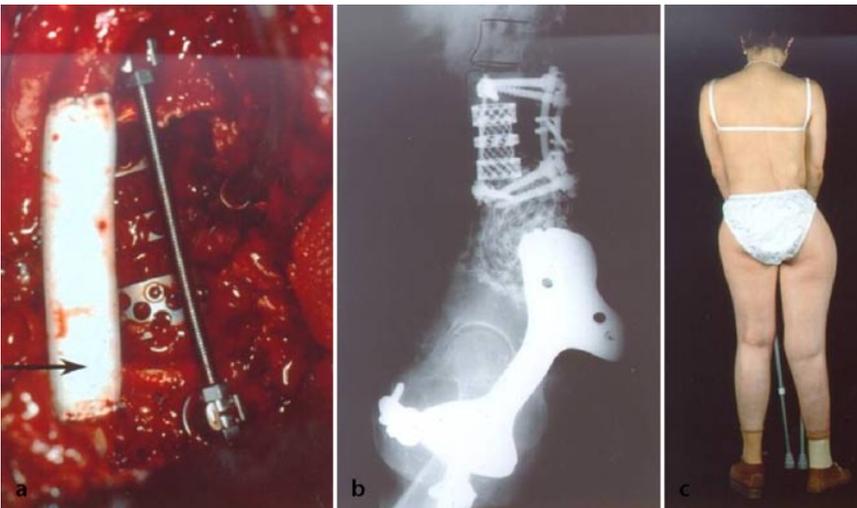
▲ Fall 13. 29-jährige Patientin mit einer Osteosarkometastase LWK 4 mit Infiltration der V. cava. Intraläsionale Resektion, RG V, verstorben nach 36 Monaten: a Situs intraoperativ mit ventraler Stabilisierung und Rekonstruktion der V. cava. b Postoperatives Röntgenbild mit instrumentierter Fusion L3–5, Wirbelkörperersatz L4 sowie Beckenteilersatzimplantat. c Klinisches Foto 1 Jahr postoperativ
